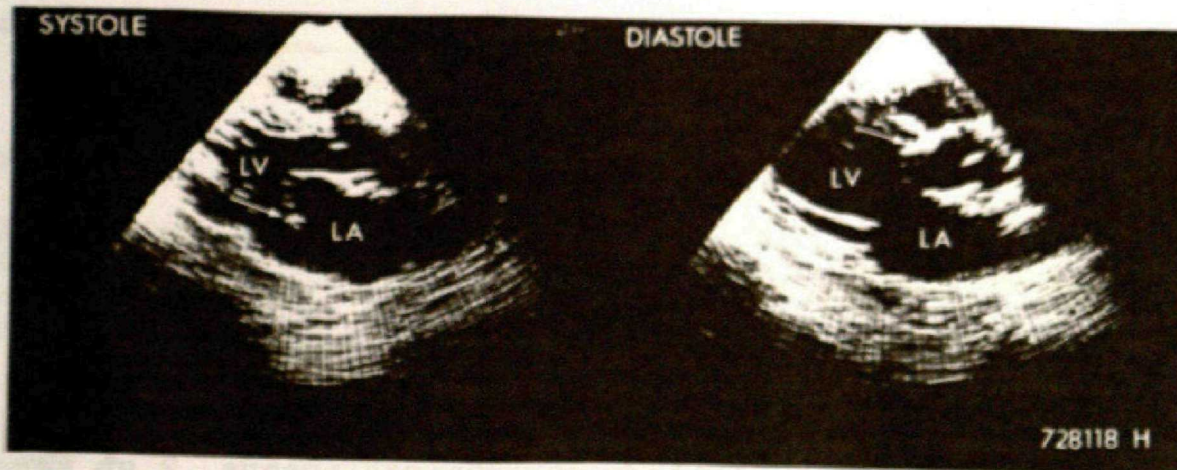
B. Ecocardiograma que demuestra la presencia de vegetaciones valvulares en la válvula mitral.
